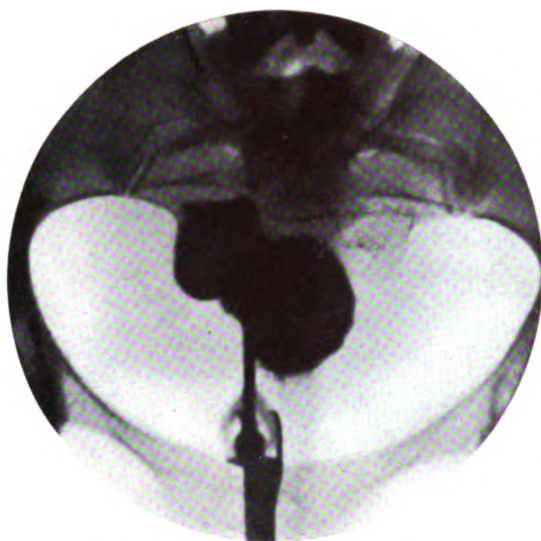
Femme de 22 ans. Opération césarienne, il y a 4 ans. Entrée à l'hôpital pour annexite. A l'examen, masse assez volumineuse dans le cul-de-sac antérieur faisant corps avec l'utérus. On a l'impression d'un fibrome de l'isthme avec annexite. La première radiographie pratiquée donne une image qui ne traduit rien de net.
